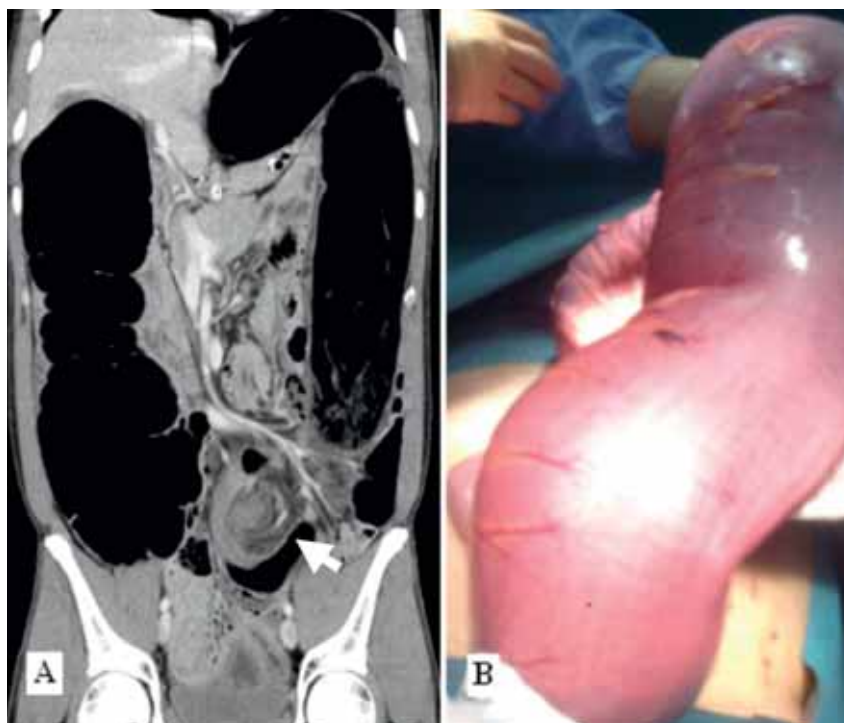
A. Tomografía axial computarizada abdominopélvica en fase arterial, que muestra el signo del remolino por giro del mesenterio (flecha), con dilatación retrograda del colon. B. Laparotomía exploradora en la que se aprecia la gran dilatación de sigma.
